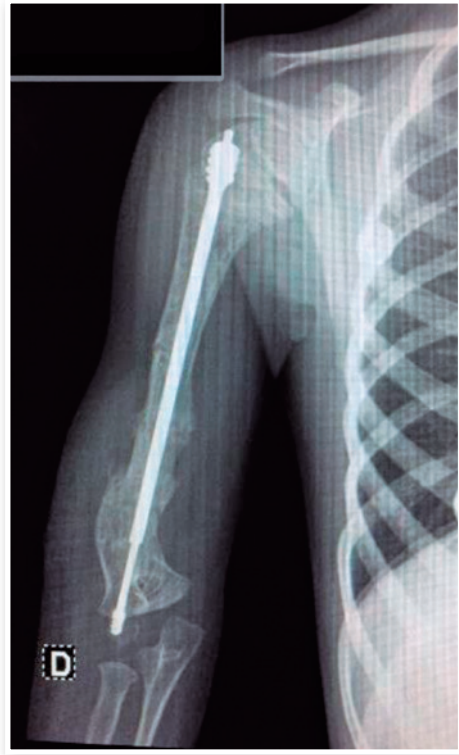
Radiografia do úmero do paciente depois da cirurgia e a implantação da haste
